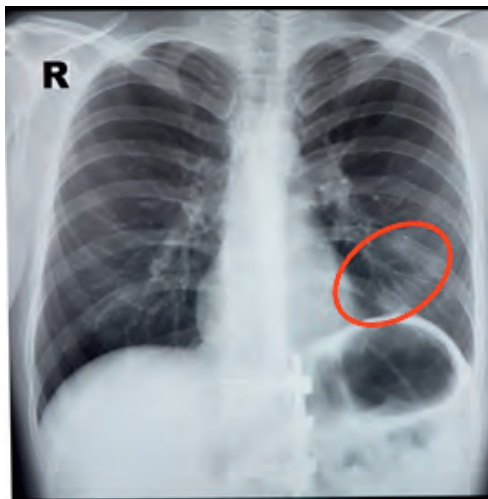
Цифровое фото с рентгенограммы грудной клетки. Обозначена локализация переломов левых IX и X ребер.
